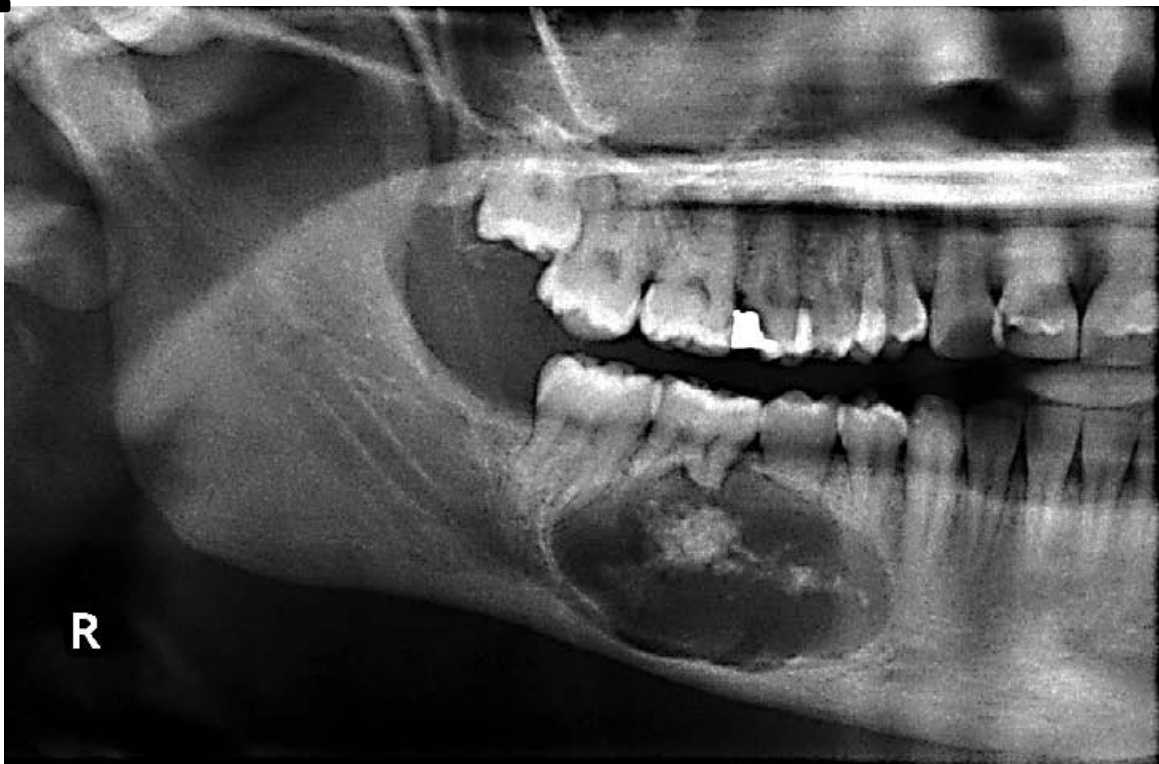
Ortopantomografía de QOC. Lesión mixta bien delimitada en el cuerpo derecho de la mandíbula. Fuente directa: Neville B, *et. al.*⁽¹³⁾
